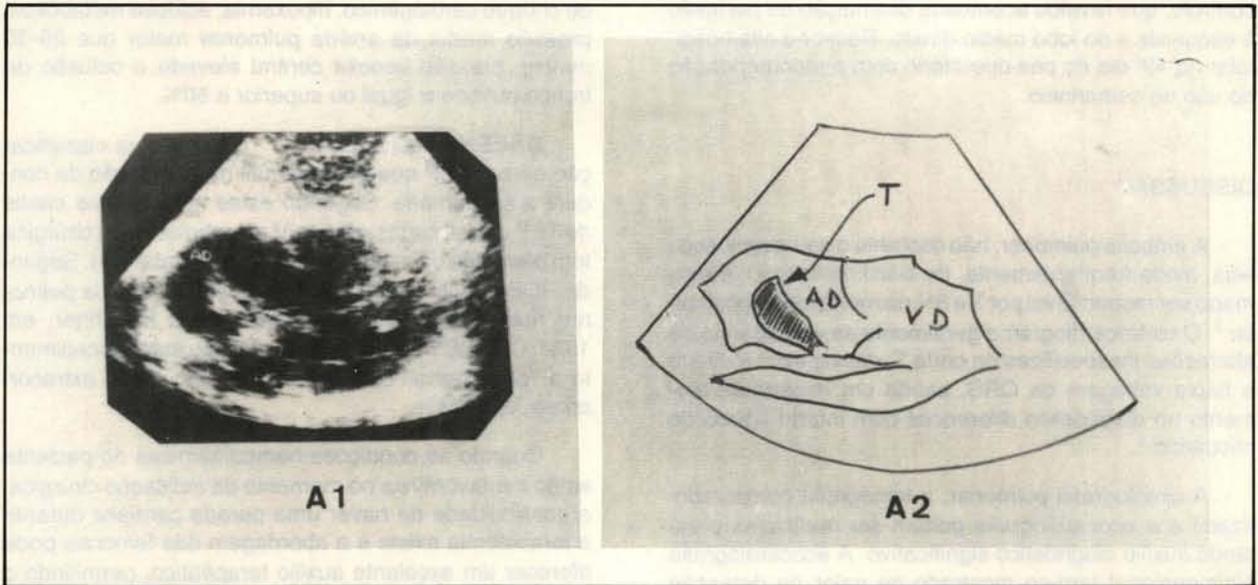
e A2 — Ecocardiograma bidimensional por via subcostal mostrando trombo (T) no interior do átrio direito (AD). Na imagem dinâmica, durante o exame, observa-se movimentação errática de massas no AD que se dirigiam também até o ventrículo direito (VD).
